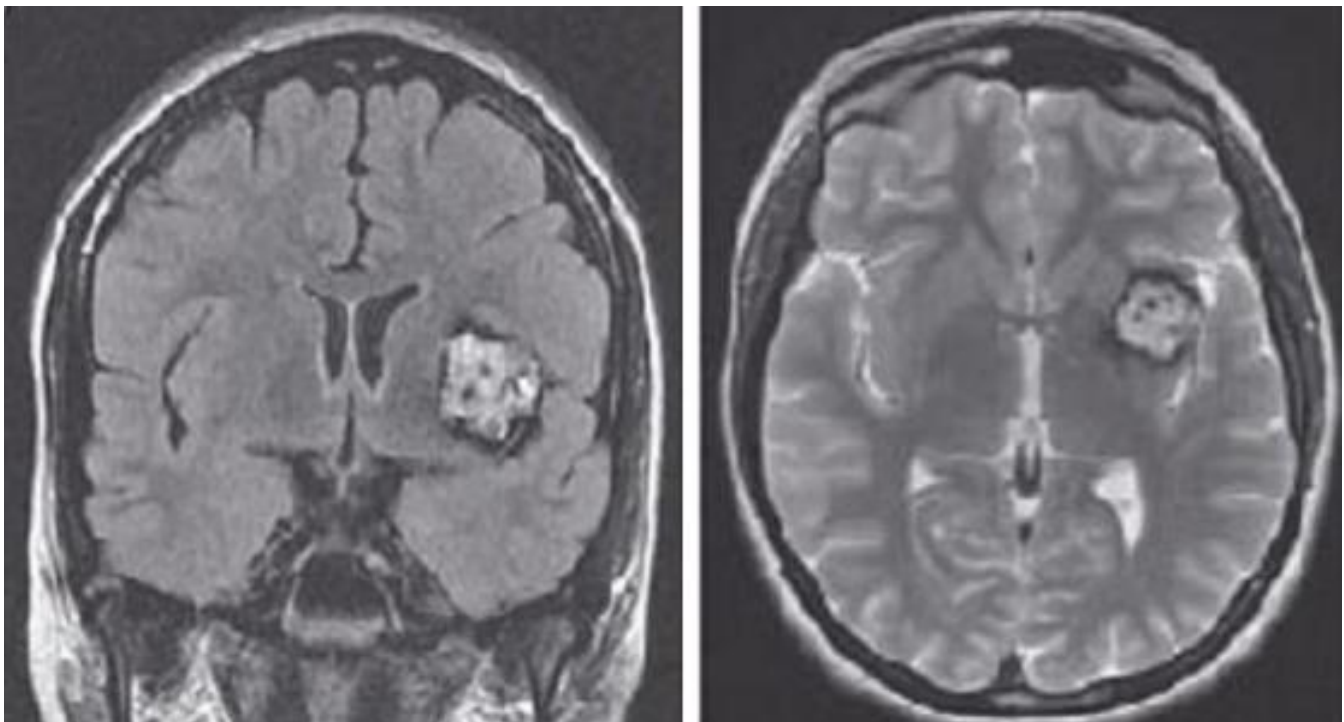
Coupe coronale FLAIR (à gauche) et axiale T2 (à droite) d'un cavernome insulaire [F12]
